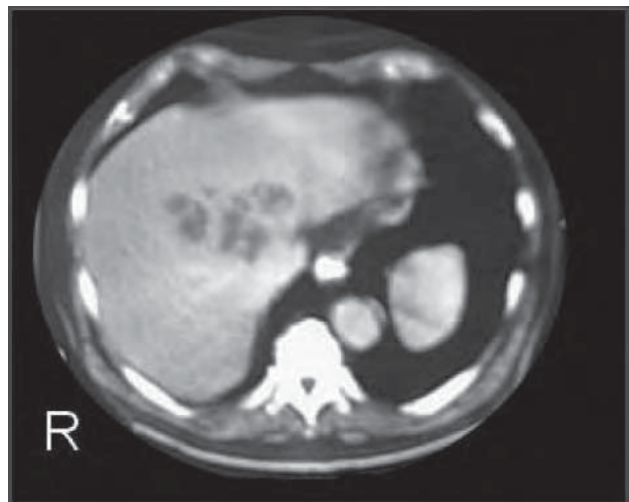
/15.- TAC de abdomen. Absceso hepático.
